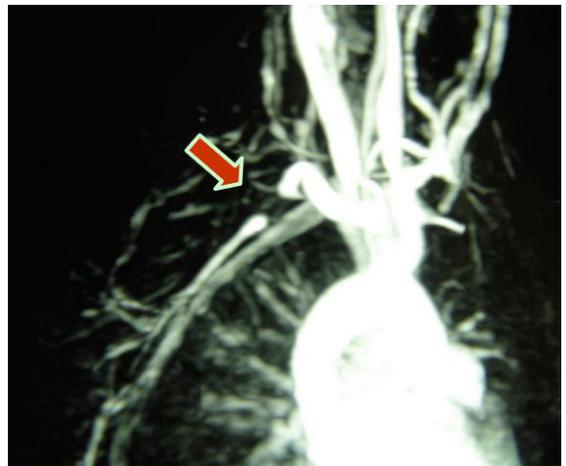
Angiorressonância evidenciando oclusão da artéria subclávia direita.
